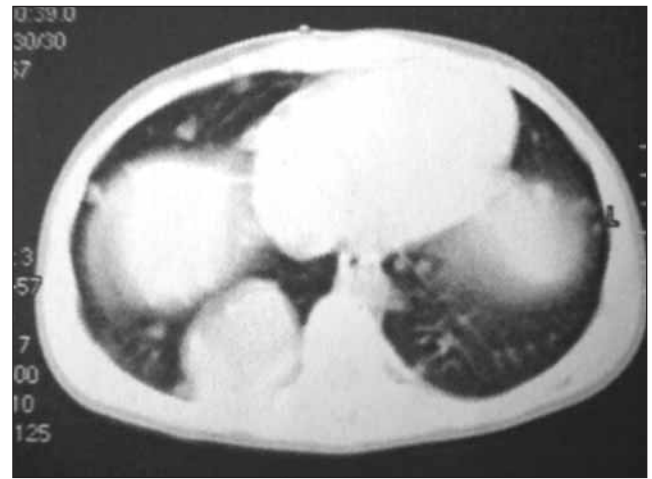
КТ легких (до лечения). Множественные метастазы БН в легкие
